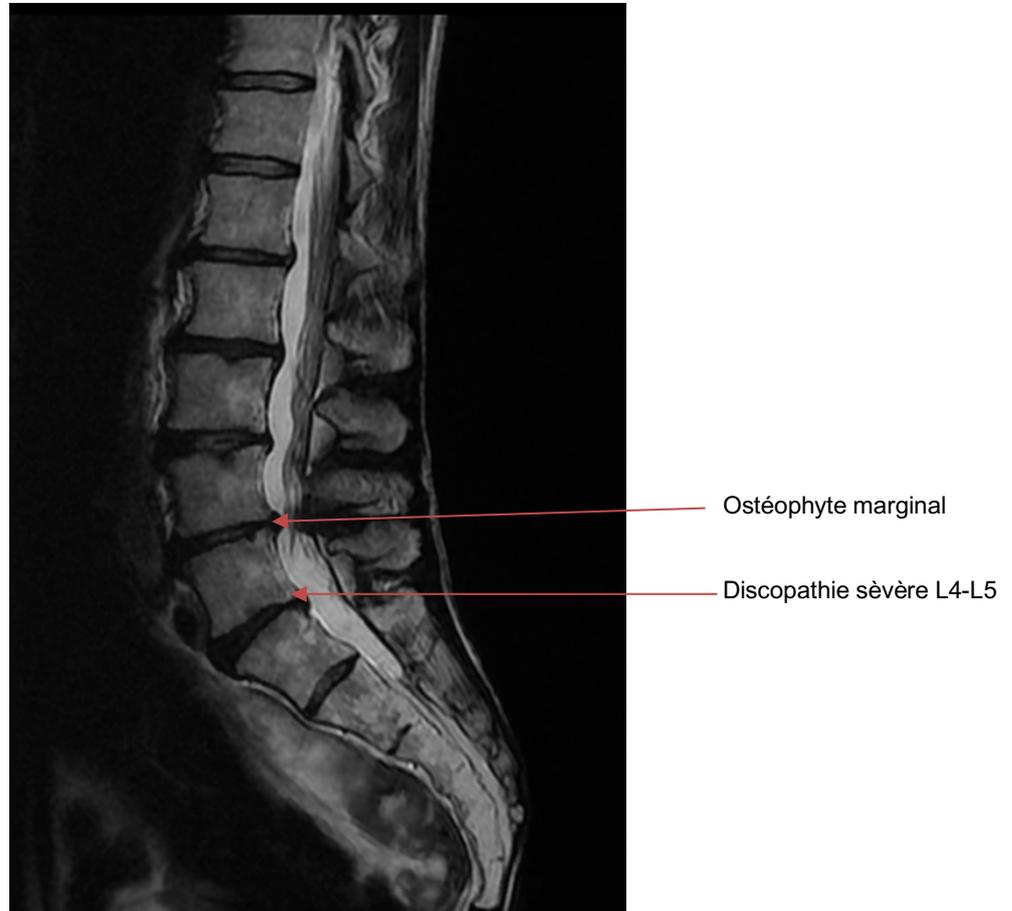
IRM d'un rachis lombaire dégénératif en coupe sagittale
